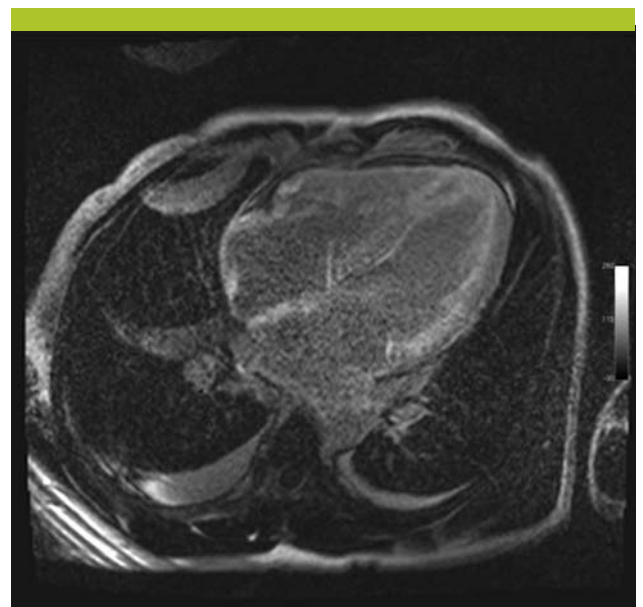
Séquence ciné-IRM quatre cavités montrant des épanchements pleuraux bilatéraux, une lame d'épanchement péricardique et un épaississement circonférentiel du myocarde
